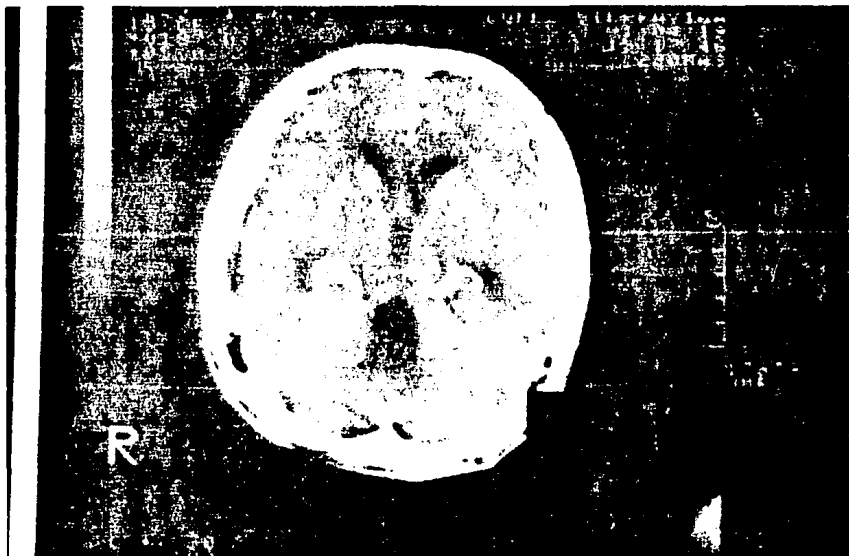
TC CONTRASTADA. DILATACION DEL IV. VENTRICULO
